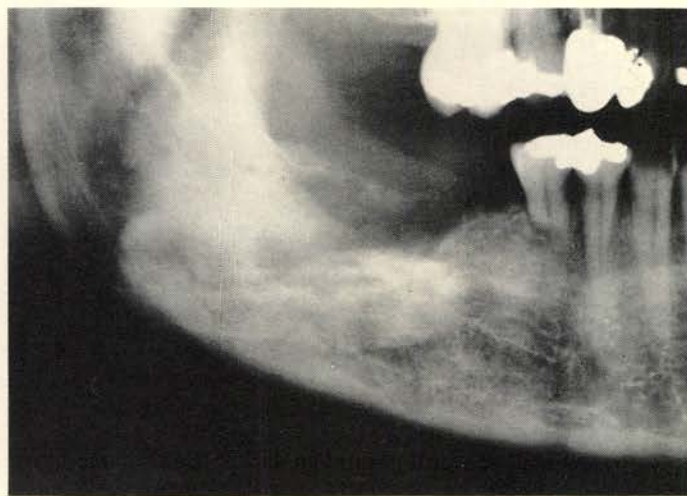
Gedeelte van het orthopantomogram van patiënte 1 met het beeld van een folliculaire cyste van 36.
